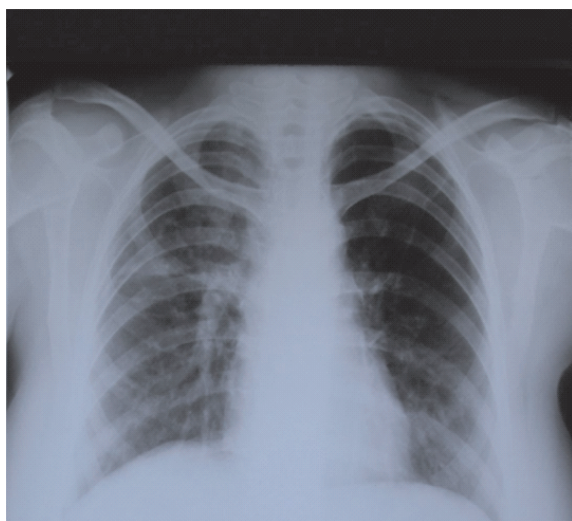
На рентгенограмме легких определяются рассасывание очаговых и инфильтративных изменений, уменьшение полости распада с тенденцией формирования буллезно-дистрофических изменений в верхней доле правого легкого
